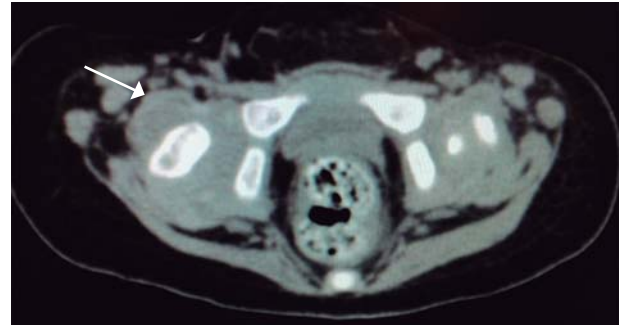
Tomografía computarizada corte axial. Muestra distensión de la cápsula articular derecha y ausencia de cabeza femoral.
